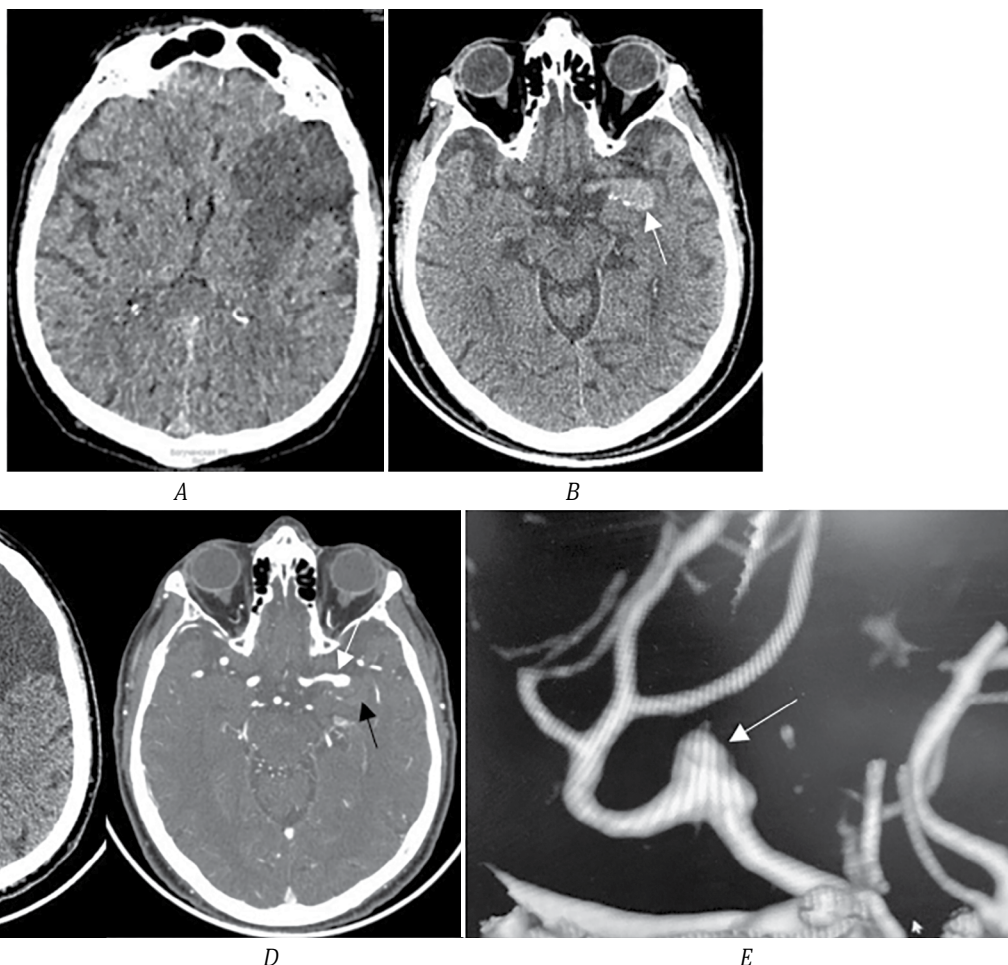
МСКТ головного мозга пациента К.
